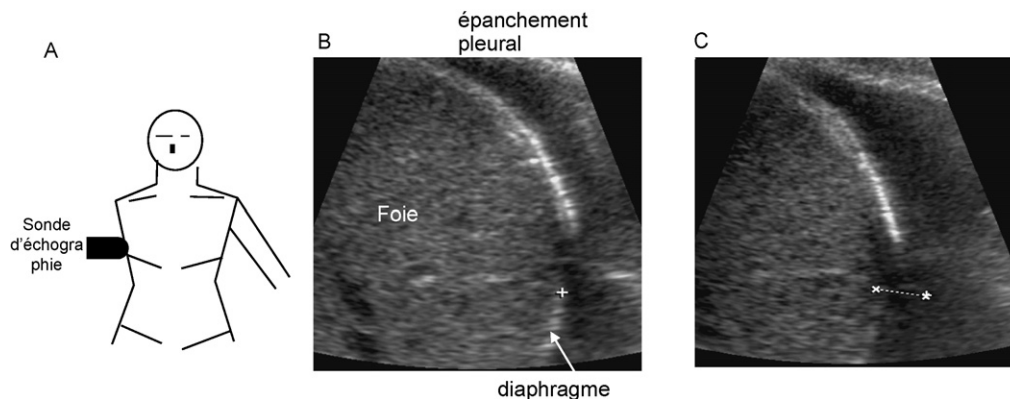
Échographie de mouvement du diaphragme. A. La sonde est placée sur la ligne axillaire moyenne de manière à visualiser le déplacement céphalocaudal du diaphragme. B. La position du diaphragme est repérée en télé-expiration. C. Le déplacement en inspiration forcée est mesuré au site du diaphragme ayant la plus grande excursion. L'existence fréquente d'un épanchement pleural même minime en postopératoire de chirurgie cardiaque facilite la visualisation échographique du diaphragme.
